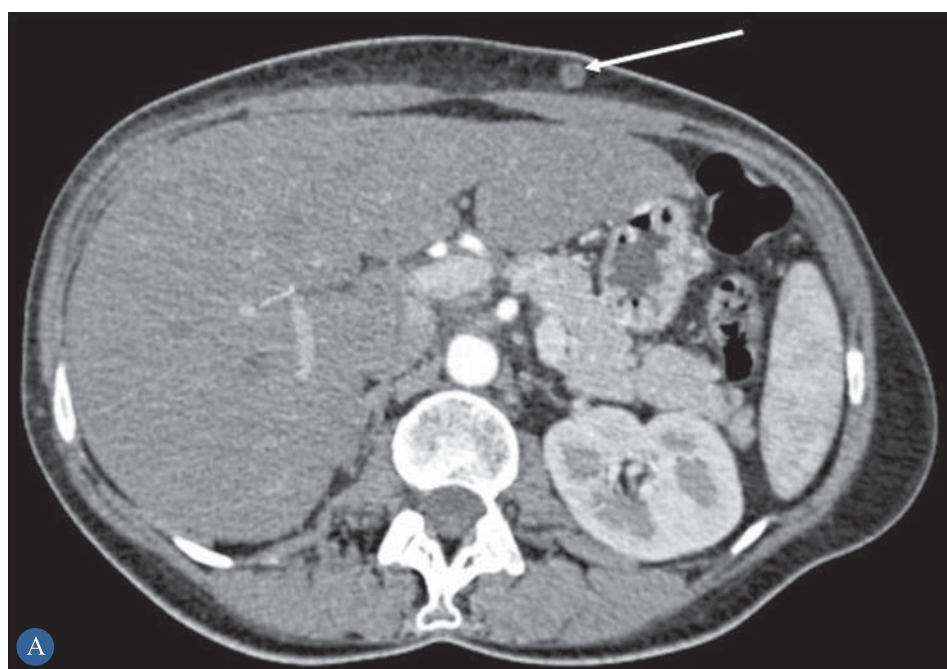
КТ-ангиография органов брюшной полости и малого таза: а — метастаз в подкожно-жировой клетчатке передней брюшной стенки; б — конгломерат метастатических лимфоузлов в правой подвздошной области
